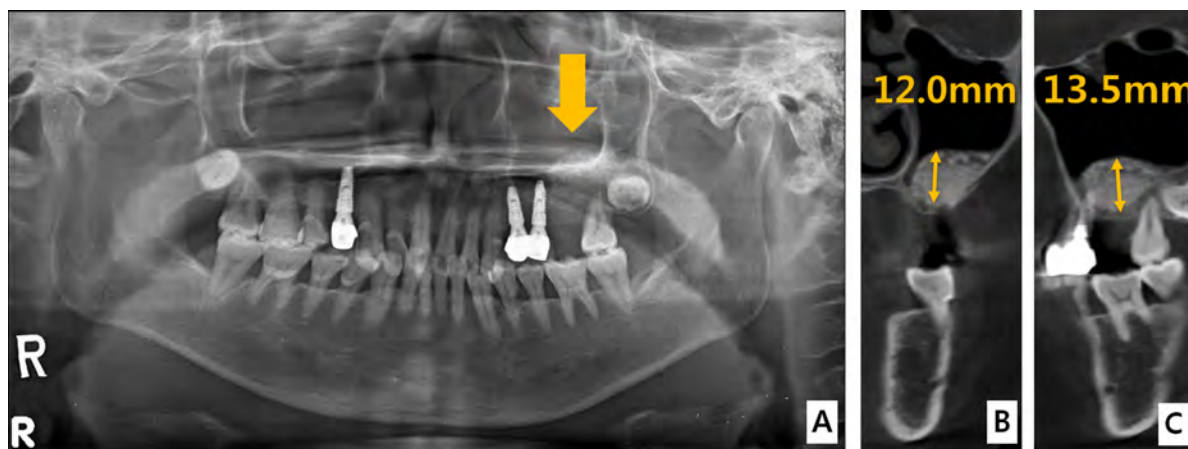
(A) The dome shaped radiopacity was observed (postoperative panorama at 3-month), (B) In CT view, vertical augmented height is enough for dental implant, (C) In CT view, vertical augmented height is enough for dental implant.
